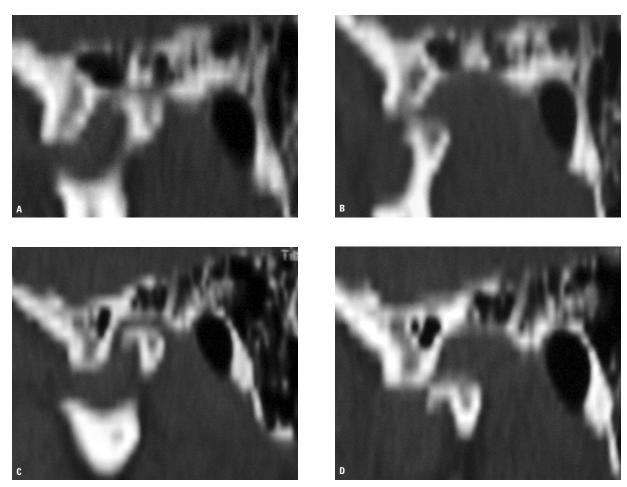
A) Tomografia computadorizada do côndilo esquerdo com a boca fechada, após 1 ano. B) Tomografia computadorizada côndilo do esquerdo com a boca aberta, após 1 ano. C) Tomografia computadorizada côndilo do direito com a boca fechada, após 1 ano. D) Tomografia computadorizada côndilo do direito com a boca aberta, após 1 ano.
